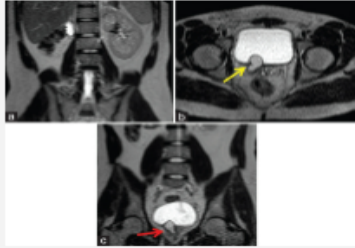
Coronal T2 Weighted MRI Image Shows Normal Left Kidney with Absent Right Kidney. (a), Axial T2 Weighted MRI Image Shows a Hyperintense Structure Between Urinary Bladder and Seminal Vesicles, with Cystic Protrusion into Bladder Lumen. (b, Yellow Arrow). Coronal T2 Weighted MRI Image Shows the Communication of this Hyperintense Structure with the Prostatic Urethra in the Midline. (c, Red Dotted Arrow).
